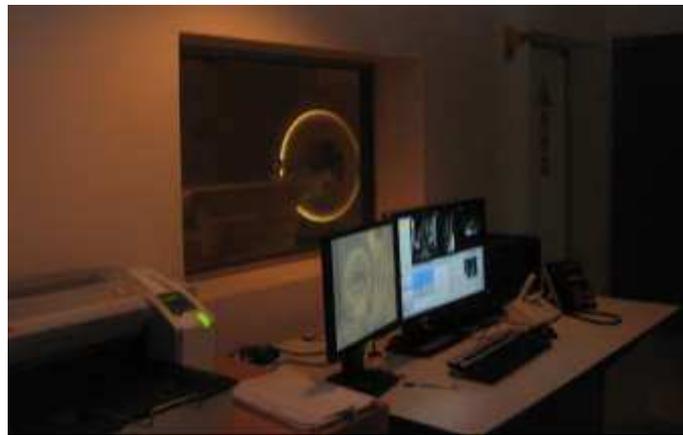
Philips Intera 3T MRI
